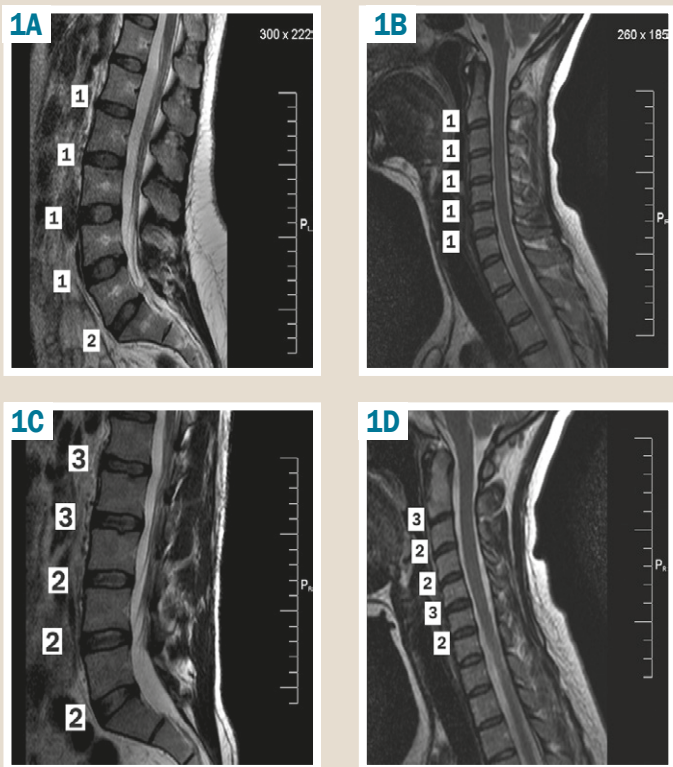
МРТ томограми в Т2-зваженому режимі осіб групи порівняння. Показано обрахунок загального ступеня дегенерації міжхребцевих дисків шийного та поперекового відділів за Pfittmann. А: група порівняння, поперековий відділ, загальний рахунок 6; В: група порівняння, шийний відділ, загальний рахунок 5; С: група порівняння, поперековий відділ, загальний рахунок 12; D: група порівняння, шийний відділ, загальний рахунок 12.
